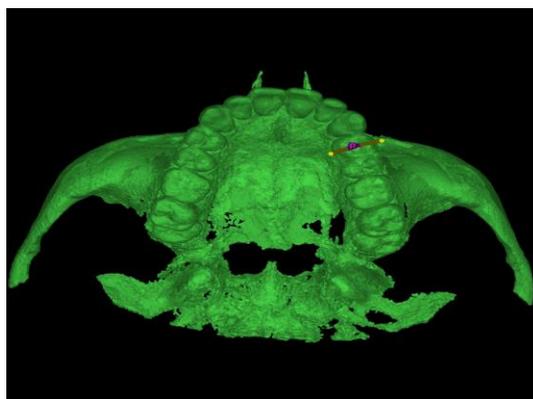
Alinhamento da imagem da tomografia com a imagem de varredura após o escaneamento intraoral.
